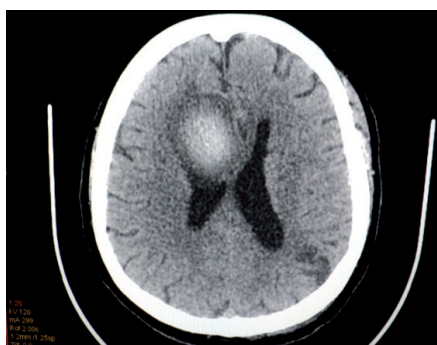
Пациентка С., 60 лет. КТ- контроль головного мозга через 1 месяц после выписки.
